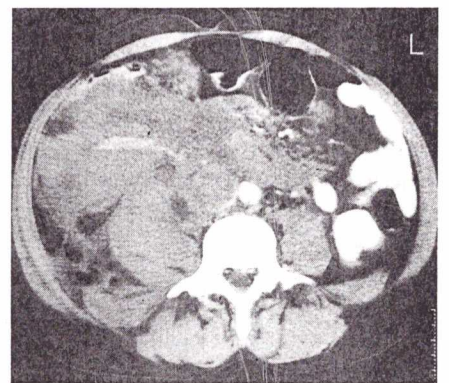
CT-Scan mit i.v. KM-Gabe in Höhe des unteren Nierenpols: Strangförmiger Blutaustritt im vorderen pararenalen Raum sichtbar. Darstellung der breiten Hämatomansammlung und des verdickten M. psoas und M. quadratus lumborum. Die Blutung im rechten vorderen pararenalen Raum dehnt sich über die Mittellinie nach links aus. Dilatation und Thrombose der Vena cava inferior.
